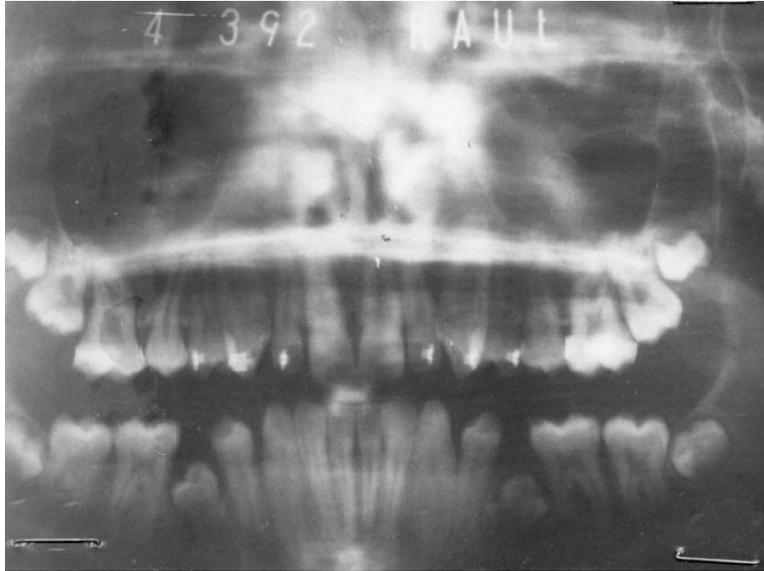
En la radiografía panorámica pueden observarse los segundos bicúspides inferiores retenidos, con inclinación distal de sus coronas y escasa calcificación radicular. (Paciente 2 antes del tratamiento).
